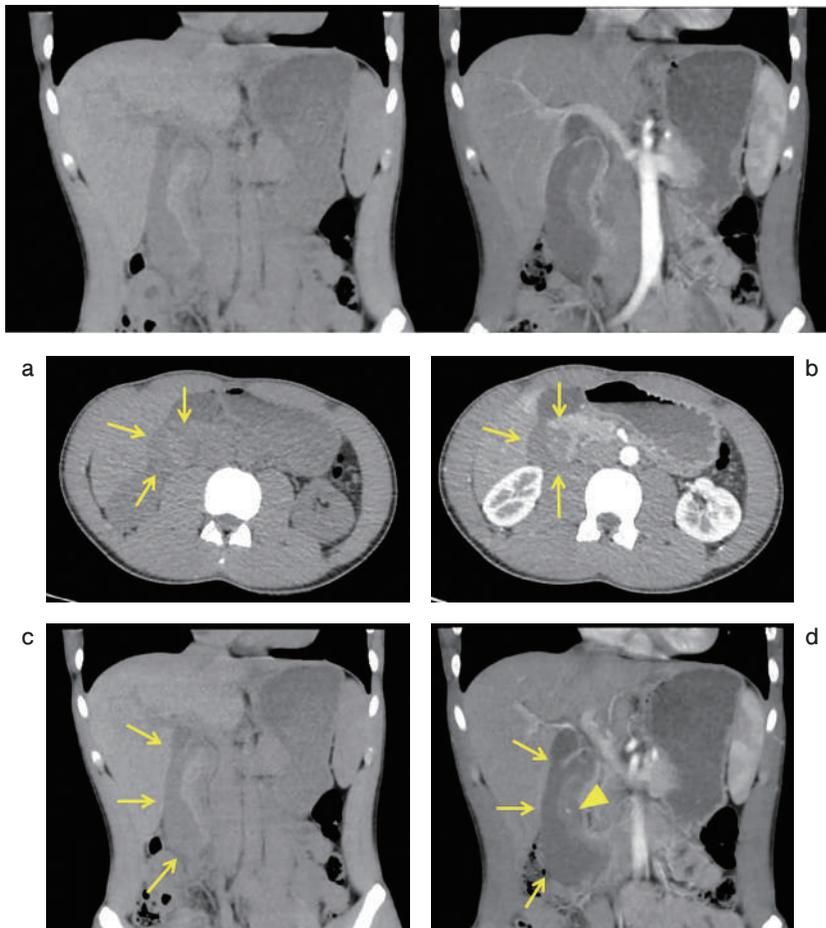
入院時の単純CT (a, c) と造影CT (動脈相) (b, d)
